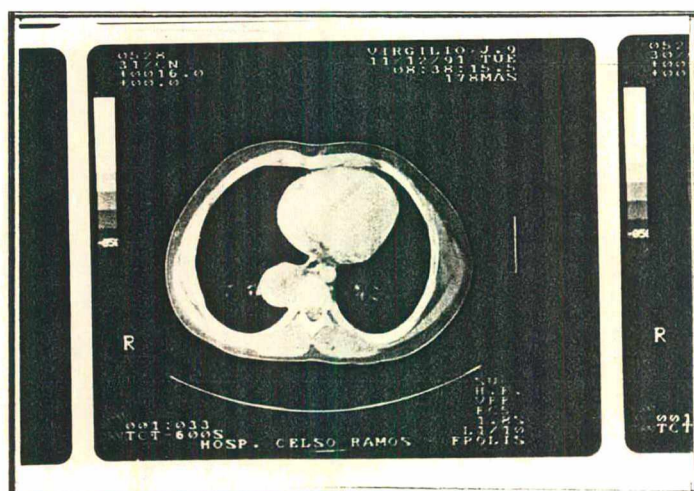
Tomografia Computadorizada (CT) - mostra uma massa paralela e aderida ao esôfago no mediastino posterior. (Caso 6)
